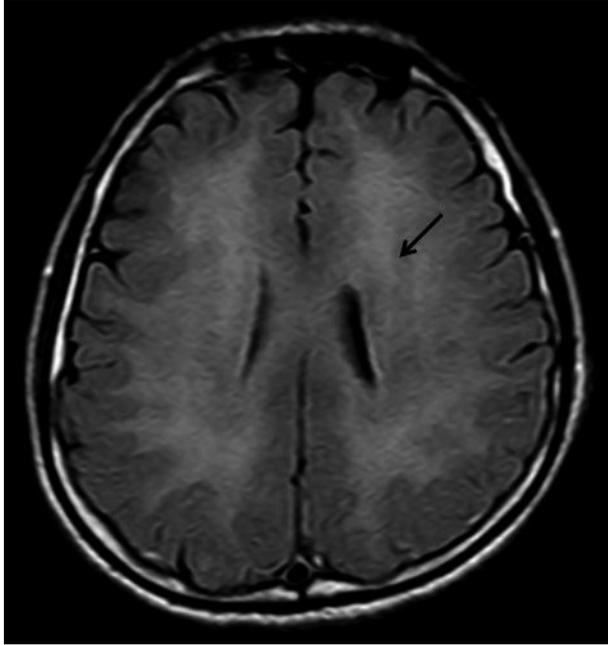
(T2W/FLAIR) Diffuse demyelination on the centrum semiovale in the white matter of both hemisphere (arrow).
